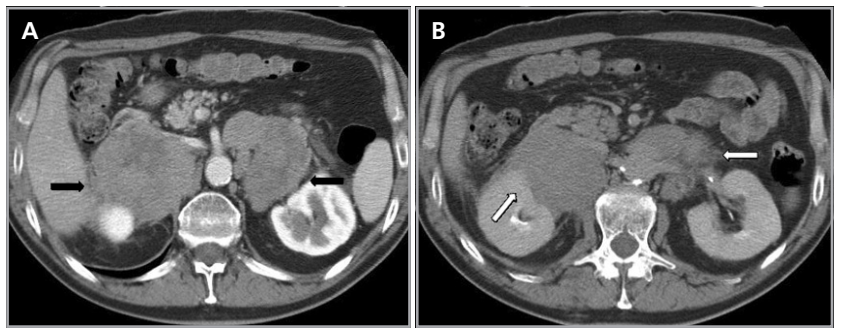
Linfoma suprarrenal. (a) Corte axial de tomografía computada en fase portovenosa, donde se visualizan masas bilaterales lobuladas y homogéneas (flechas negras) y (b) adenopatías en hilos renales y región lumboarítica (flechas blancas).
